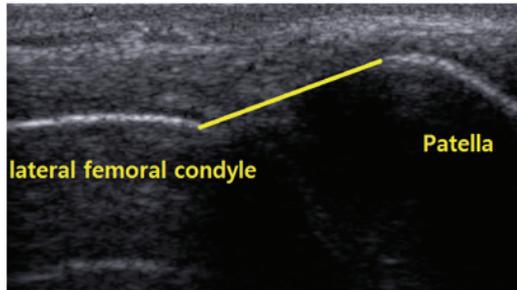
Measurement of patella-condyle distance (PCD) with ultrasonography
